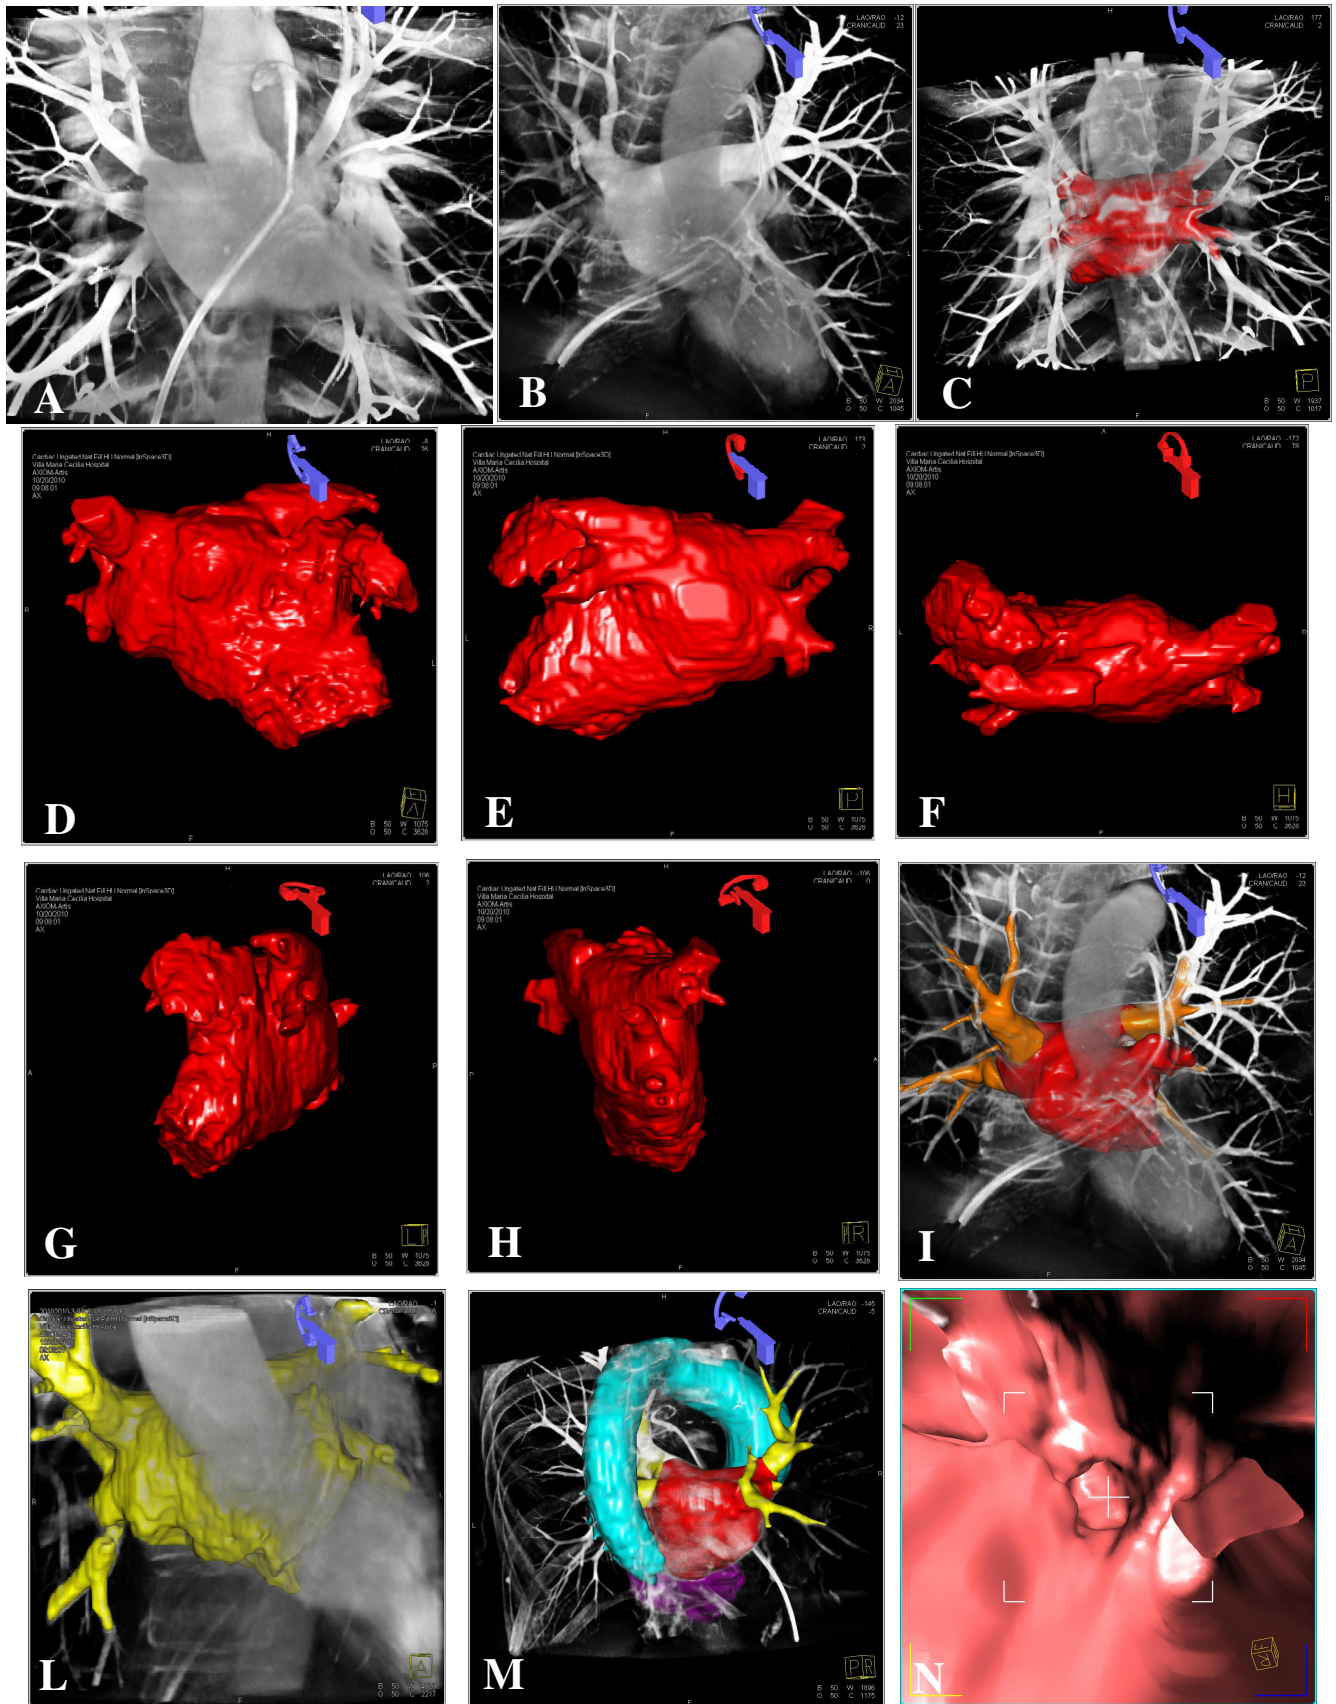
Esempio di ricostruzione tridimensionale fluoroscopica dell'atrio sinistro e delle vene polmonari mediante angiografia rotazionale con sistema DYNA-CT (A-M) e navigazione virtuale all'interno della vena polmonare superiore sinistra (N).
